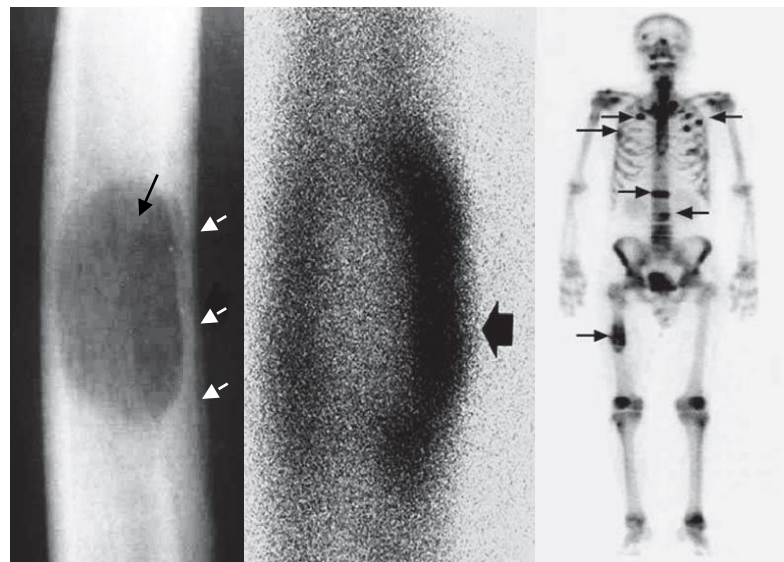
Фрагмент рентгенограми в прямій проекції, фрагмент ОСГ і ОСГ скелету. Значення ОСГ у діагностиці МХ – на рентгенограмі визначається овальної форми ділянка деструкції з нечіткими контурам, яка має подвійний контур у центрі (стрілка) і руйнує прилеглий кортикальний шар. На внутрішній поверхні стегнової кістки є обмежена періостальна реакція (стрілки), що підтверджено на фрагменті ОСГ у вигляді гіперфіксації РФП (99mTc). Крім того, при ОСГ скелету візуалізуються ще кілька вогнищ уражень (за Bank Y.-W.).
